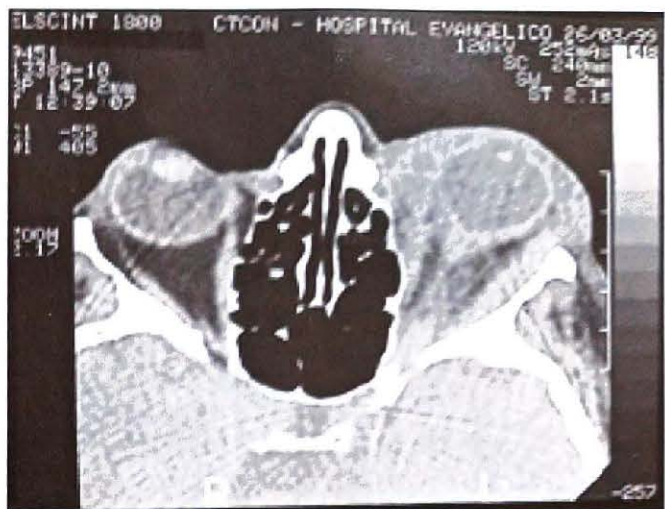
Tomografia computadorizada em corte axial da órbita com 2mm de espessura mostrando espessamento da musculatura extrínseca da órbita à esquerda, com infiltração da gordura intra e extra conal associada a um aumento do volume dos tecidos moles peri-orbitários.
